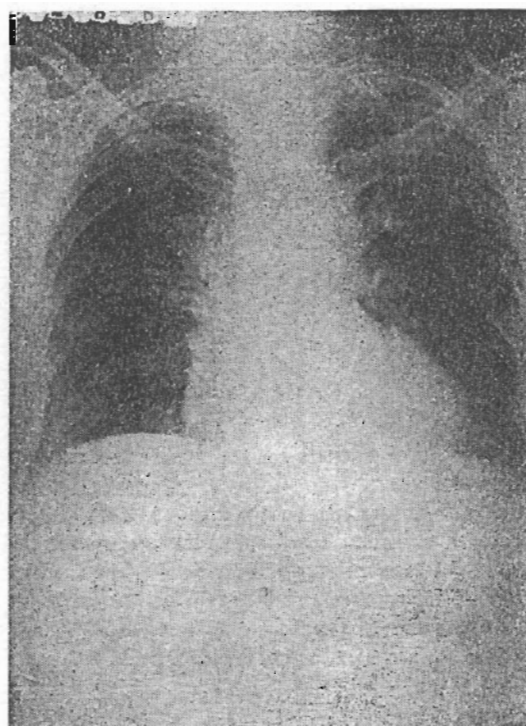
Radiografia do tórax que revela osteoporose acentuada das costelas.
